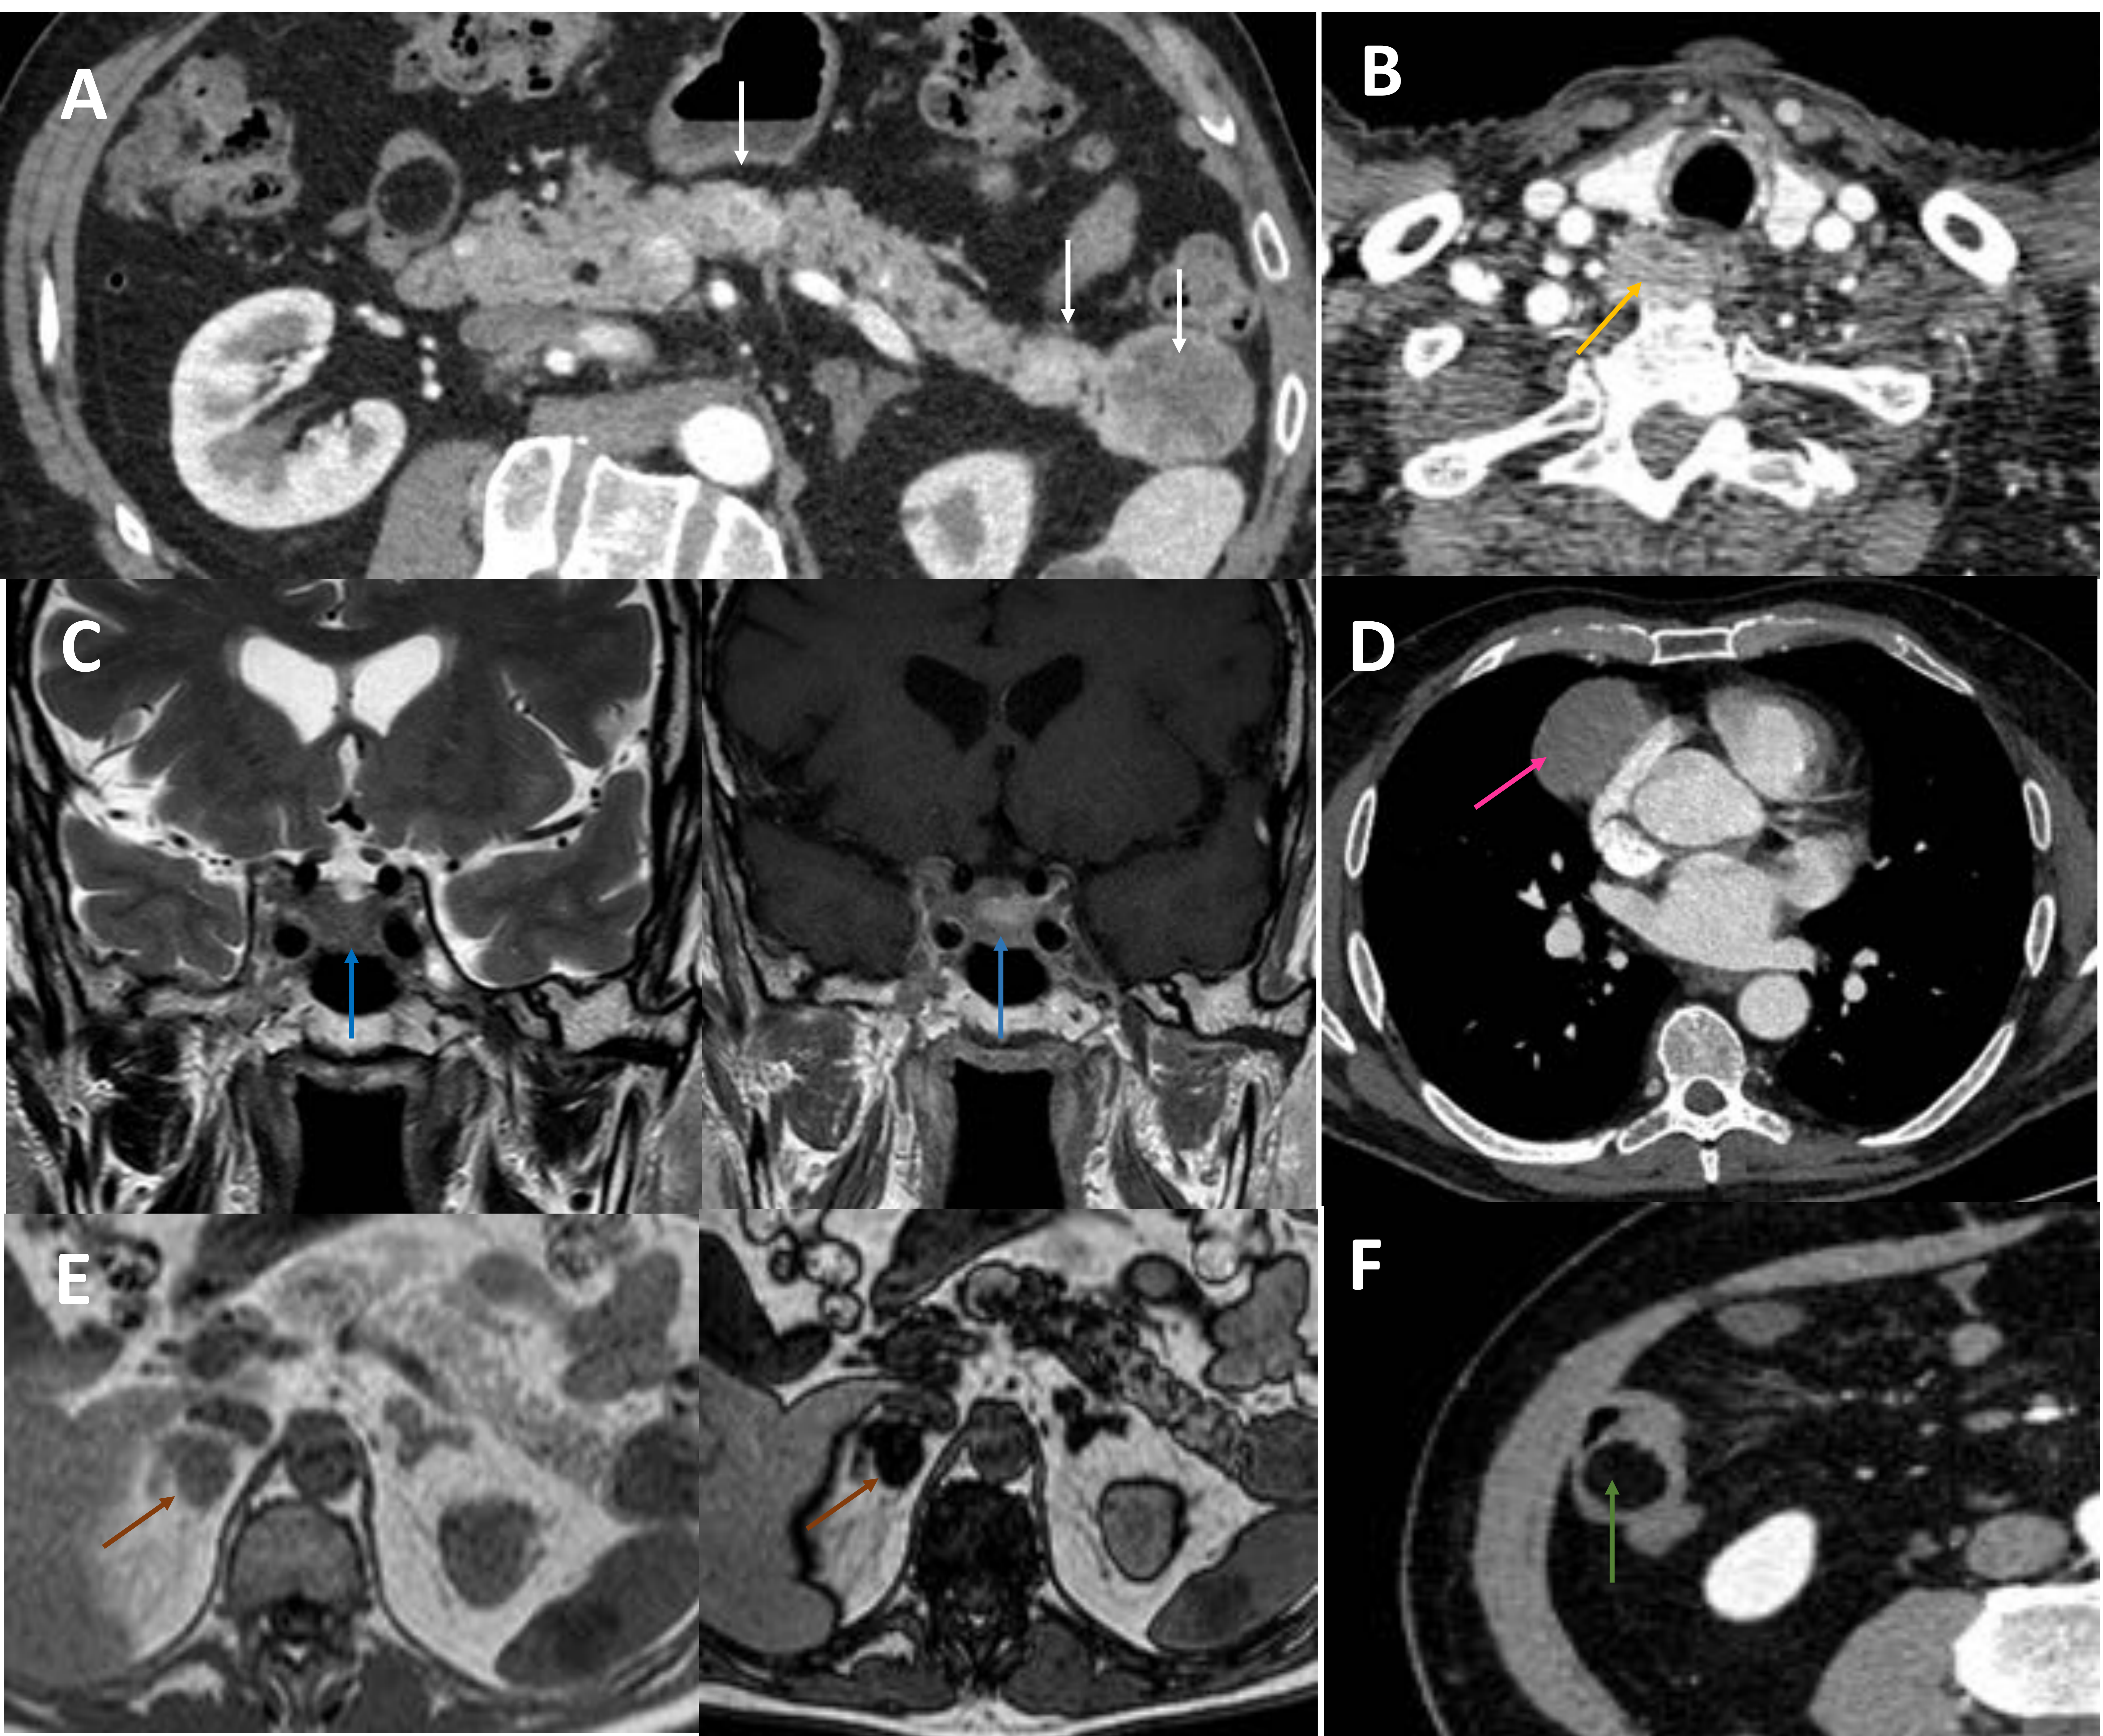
Varón de 61 años con síndrome de MEN1. Imagen A: La TC muestra 3 nódulos hipervasculares bien definidos en páncreas sugestivos de TNEp-s, el mayor de ellos localizado en la cola pancreática y de aspecto más heterogéneo (*flechas blancas*). Resultaron ser TNEp no funcionantes. Imagen B: Se observa un nódulo localizado posterior al lóbulo tiroideo derecho, en relación con adenoma paratiroideo (*flecha amarilla*). Imagen C: La RM (secuencias T2 y T1 tras administración de gadolinio) muestra un adenoma hipofisario que en la analítica demostró ser un prolactinoma (*flechas azules*). Imagen D: Masa paracardiaca derecha, que en la biopsia demostró ser un tumor carcinoide atípico (*flecha rosa*). Imagen E: Nódulo suprarenal derecho con caída de señal fuera de fase compatible con adenoma (*flecha marrón*). Imagen F: lipoma intestinal (*flecha verde*). Como el paciente presentaba múltiples tumores asociados con el síndrome de MEN1, se le realizó el estudio genético el cual confirmó el diagnóstico.
